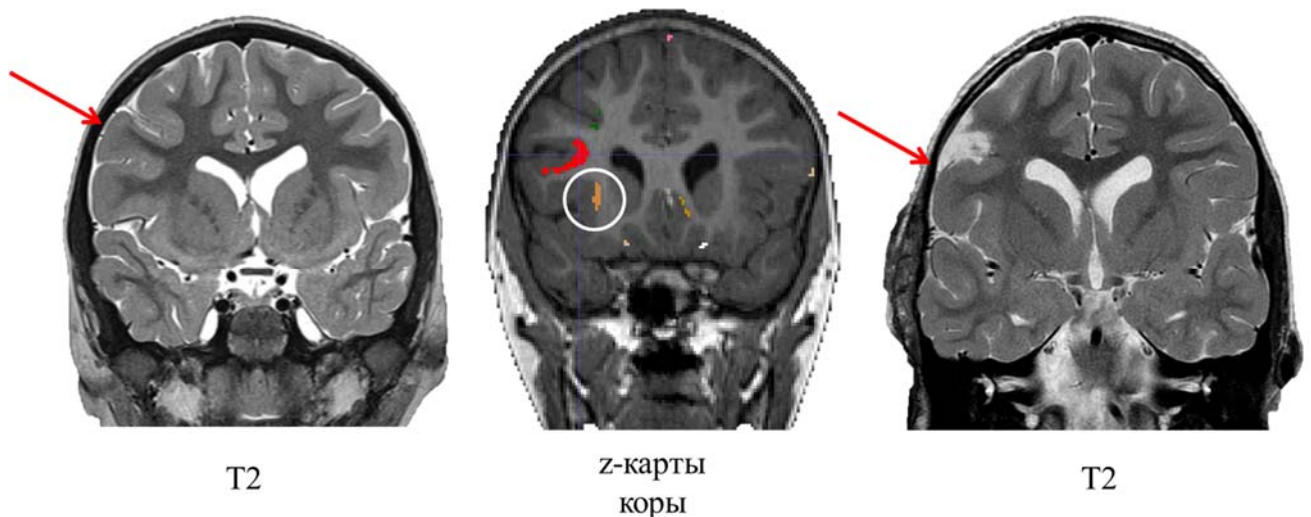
Структурное МРТ и совмещенное МРТ с z-показателем коры пациента с ФКД правой лобной доли. На МРТ изображениях, до хирургического лечения, отмечаются признаки ФКД в средней лобной извилине справа, в виде утолщения коры и нарушения перехода серого и белого вещества. z-показатель коры совмещенное с T1 взвешенным изображением. Наиболее крупная зона (красная) отражает утолщение коры, которая начинается от средней лобной извилины и распространяется на верхние отделы нижней лобной извилины. По данным послеоперационного МРТ зона изменений при морфометрии входит за границы зоны резекции. Кругом отмечена ложноположительная зона
